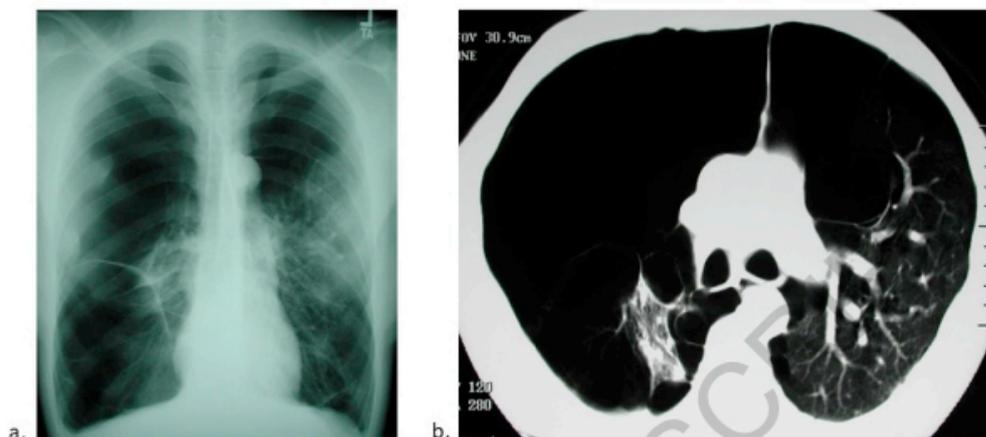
Bullous emphysema on CXR (a) and CT chest (b) in patients with HIV. (Courtesy of Laurence Huang, MD)
